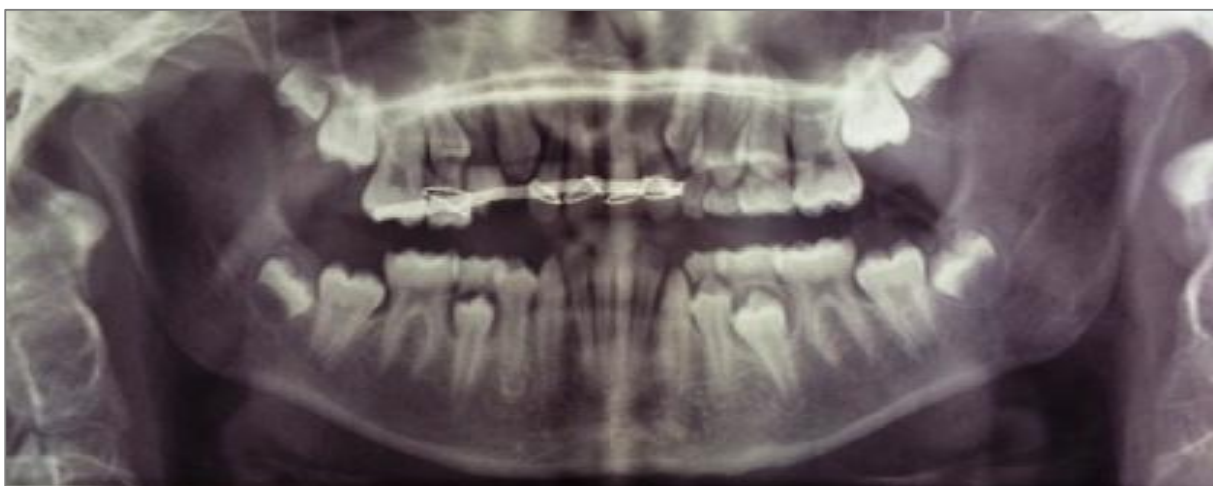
Ортопантомограмма после реплантации
